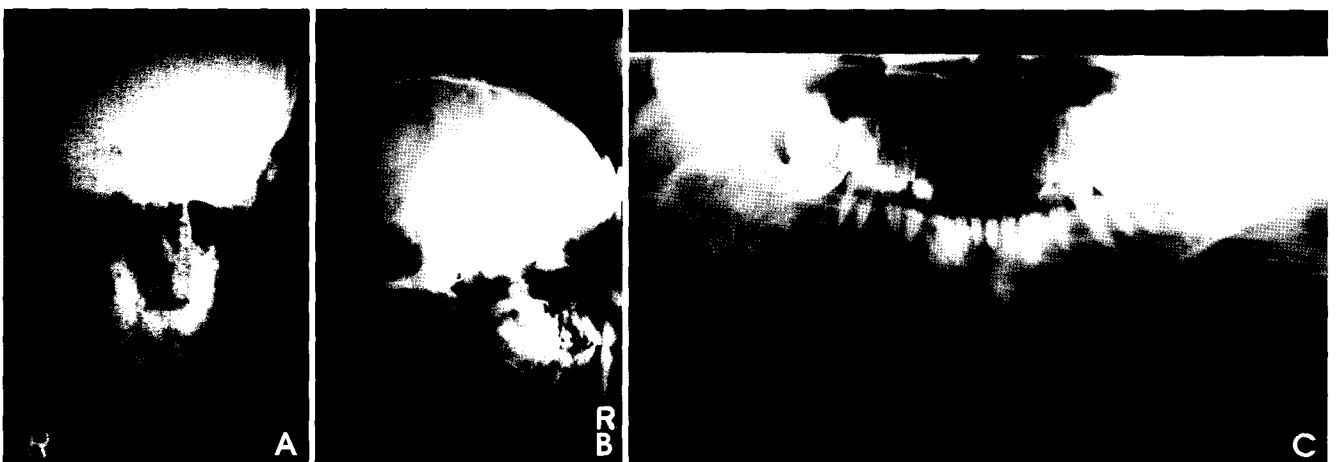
A, B, C. Plain X-ray films of mandible show mixed radiolucent and radioaque lesion with cortical expansion and thinning.
